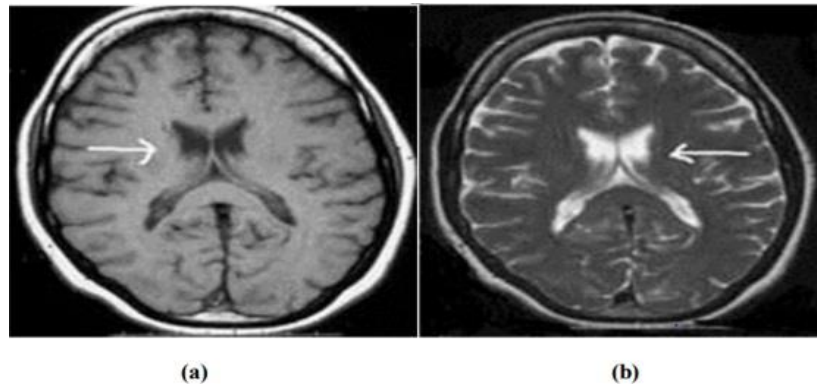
Acquisition des images IRM ; (a) : Acquisition pondérée en T1 ;(b) : Acquisition pondérée en T2
